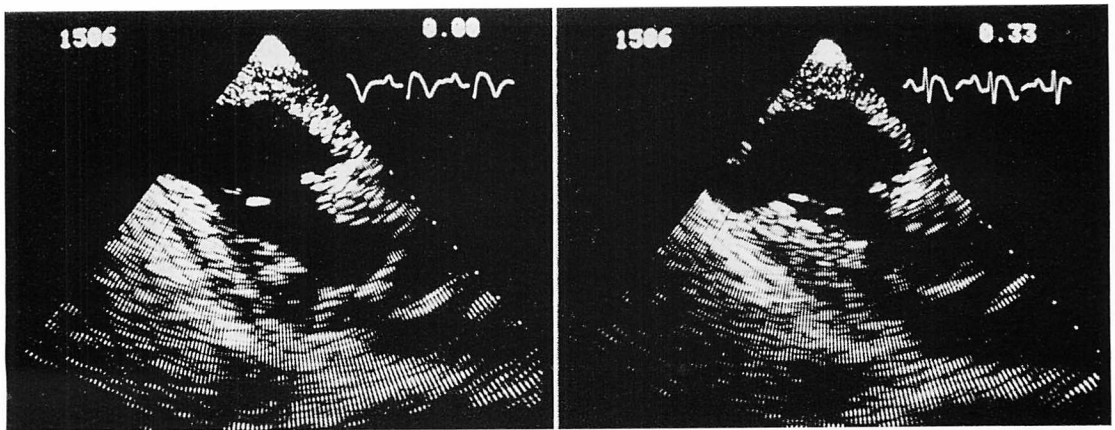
Cross-sectional echocardiograms from Case 1 before embolic episodes.
